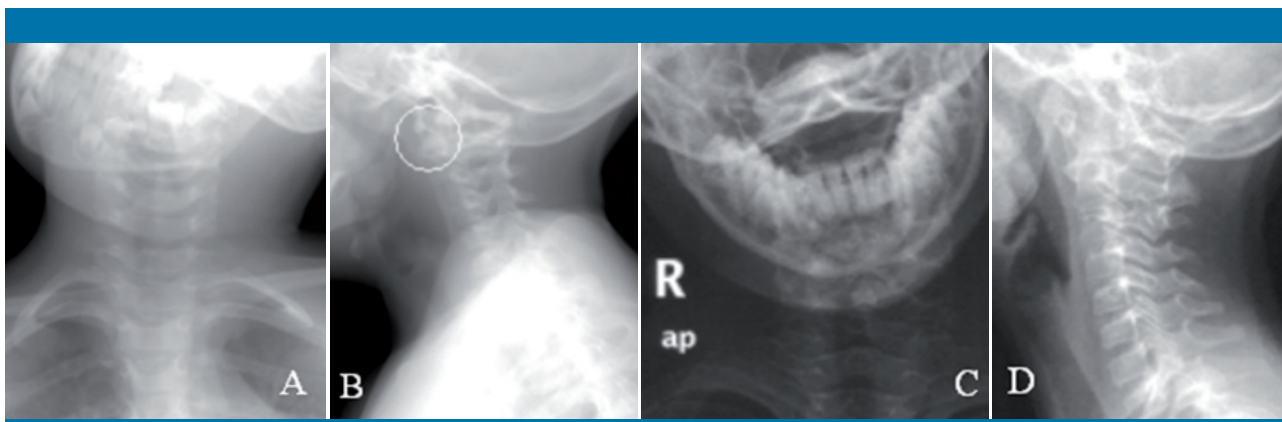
A) Radiografía cervical anteroposterior. El paciente presentaba tortícolis; no se encontraron otras anomalías. B) Radiografía cervical lateral del mismo paciente. Parece identificarse la masa lateral izquierda de C1 anterior a C2 (círculo blanco). La alineación de los restantes cuerpos vertebrales cervicales y la distancia atlantodontoidea son normales, y no hay otras alteraciones. Las radiografías anteroposterior y lateral (C y D) del segundo paciente tampoco muestran alteraciones significativas
